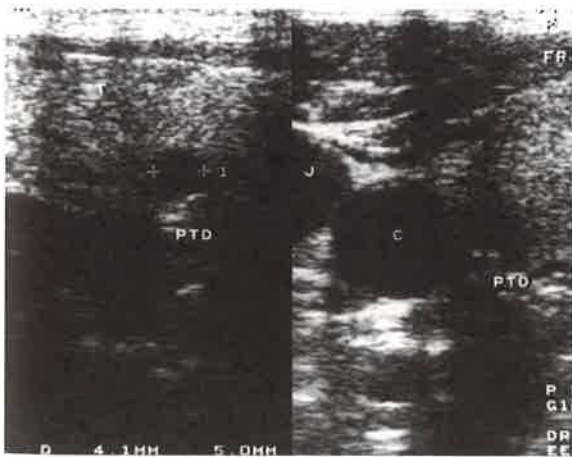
Imagem de ultra-sonografia de paratireóides.
